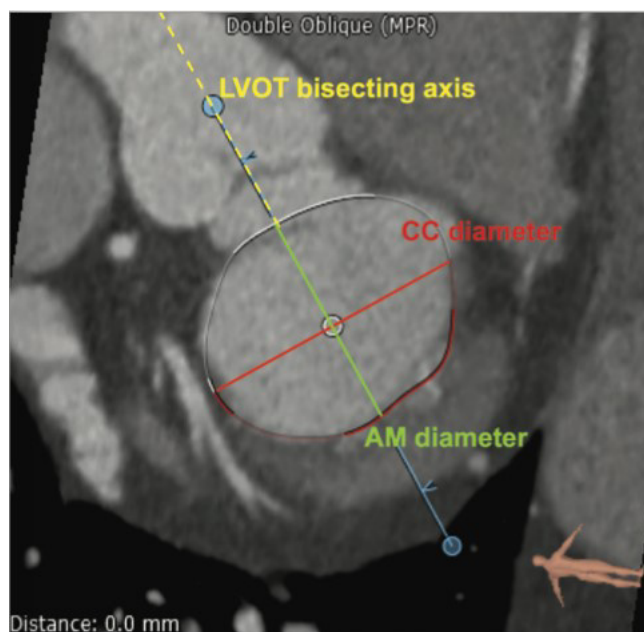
Методология измерения диаметра нативного митрального кольца по данным МСКТ. Аорто-муральный диаметр измеряется параллельно оси ВОЛЖ, межкомиссуральный диаметр перпендикулярно. AM diameter - аорто-муральный диаметр; CC - межкомиссурный диаметр; LVOT bisecting axis - ось ВОЛЖ, (Источник: Theriault-Lauzier P, Mylotte D, Dorfmeister M, et al. Quantitative multi-slice computed tomography assessment of the mitral valvular complex for transcatheter mitral valve interventions part 1: systematic measurement methodology and inter-observer variability. EuroIntervention 2015; 11:e1011–20.)
